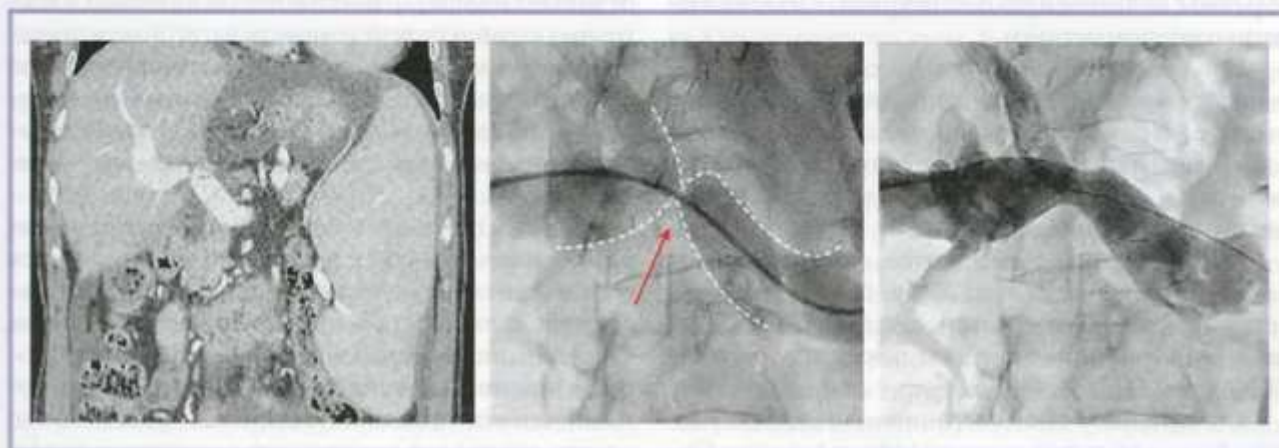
Компьютерная томограмма органов брюшной полости и портограммы пациентки с сужением воротной вены до и после выполнения чрескожно-чреспеченочной баллонной дилатации порто-портального анастомоза.
